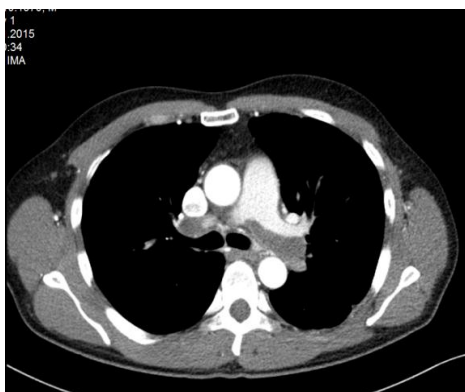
МСКТ ангиопульмонография пациента А., 1970 г., с прямыми признаками тромбоэмболии легочной артерии
